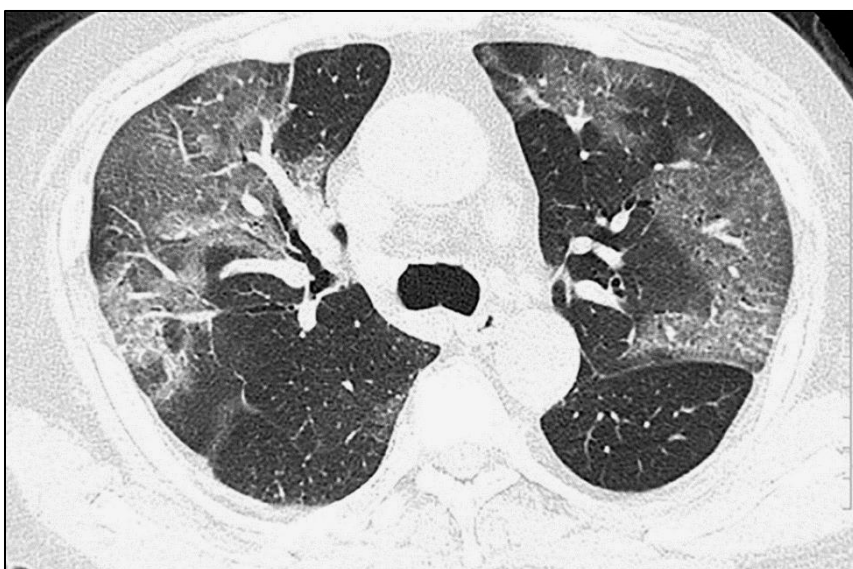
Baseline CT av mann 75 år viser områder med flekkvise mattglassfortetninger.
